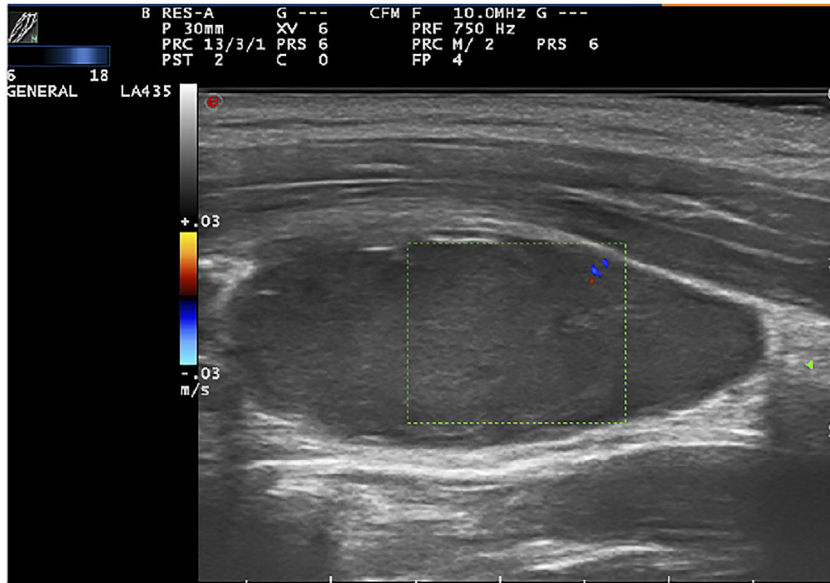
Modo Doppler color, corte longitudinal, ausencia de flujo intralesional.
